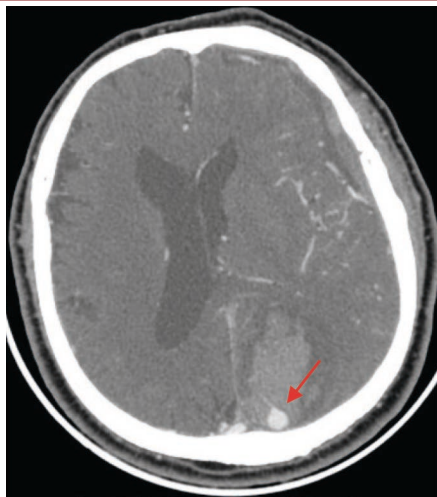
МСКТ-ангиография головного мозга пациента К. Определяется аневризма Р4-сегмента левой задней мозговой артерии (указана стрелкой).
